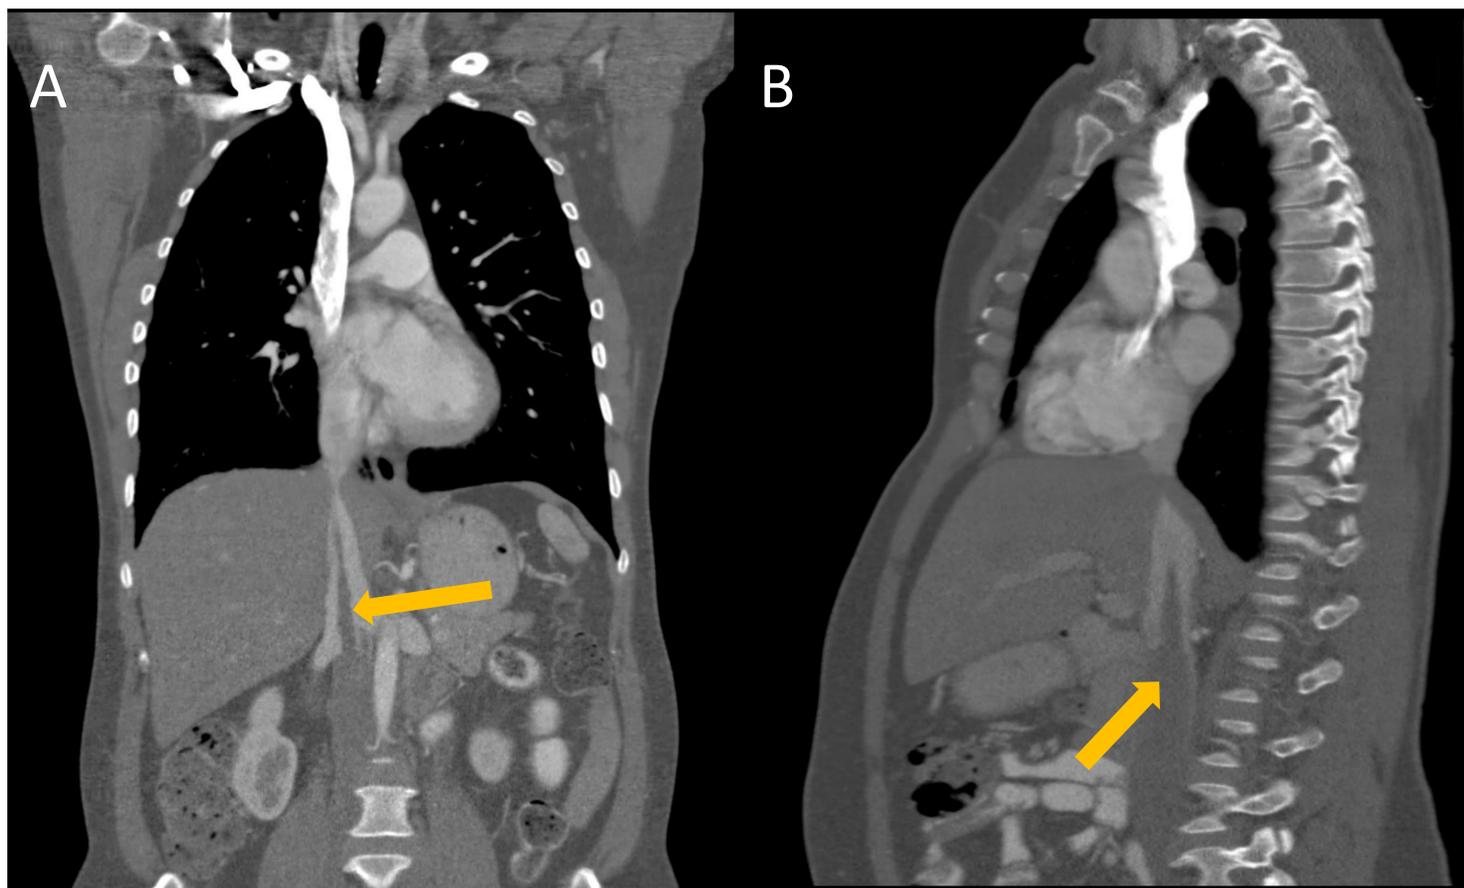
Reconstrucciones coronal (A) y sagital (B) de TC abdominopélvico con CIV en fase portal. Se señala con flecha naranja un defecto de repleción en vena cava inferior en una paciente con antecedentes de leiomiomas sugestivo de leiomiomatosis vascular diseminada.
